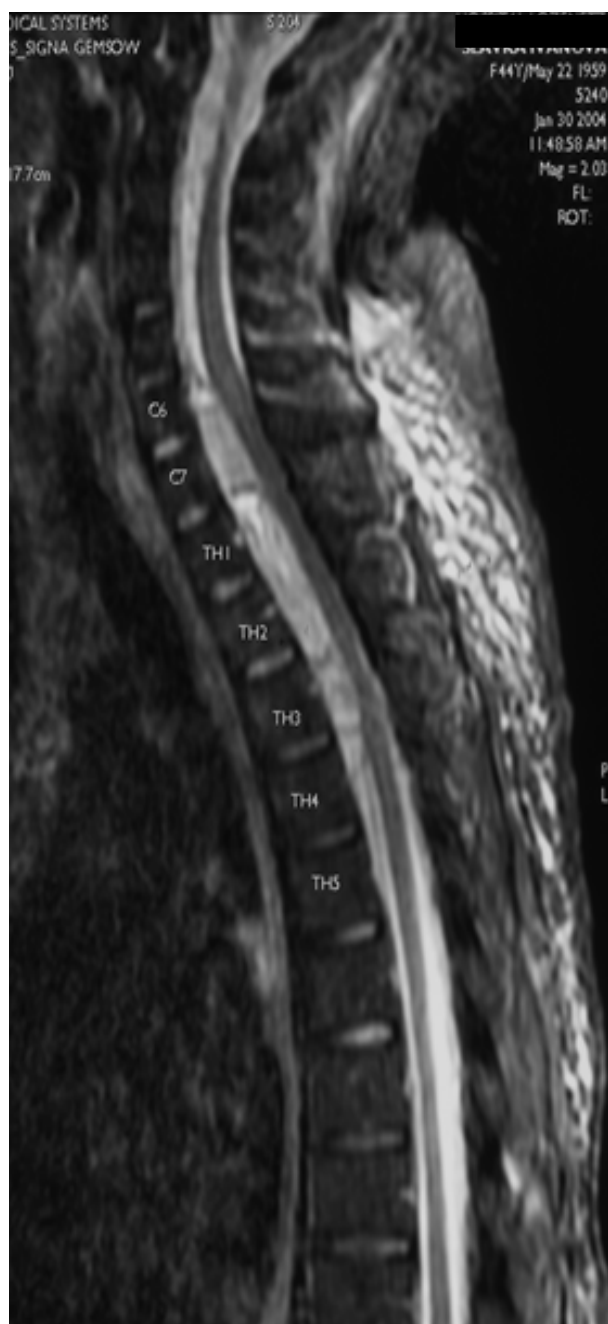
Preoperative sagittal T2 weighted MRI of Case 1. The biconvex epidural lesion is hyperintense and slightly heterogeneous. Located to the ventral aspect of the spinal channel.
